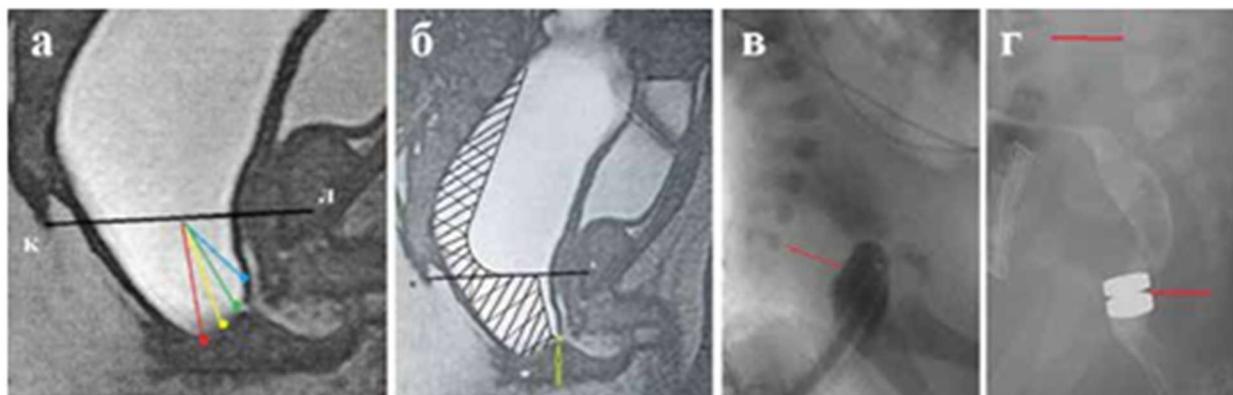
(а) Пациент 8 месяцев с ВАС и вторичным мегаколоном. Через катетер Фоли в прямую кишку введена бария взвесь. В баллон катетера был введен воздух, после чего катетер был низведен до упора, где он задержался над стенозом вдали от лобково-копчиковой линии (красная). (б) Ребенок, 7 месяцев с ВАС со вторичным мегаколоном. Введение бария из резиновой груши вызывало рефлекс дефекации, в результате которого произошло широкое раскрытие анального канала с проникновением бария и кала в анальный канал. Наконечник клизмы полностью закрывал узкое отверстие заднего прохода. Длина сужения ВАС 3 мм (просвет без контраста между анальным каналом и грушей). (в-г) Рентгенограммы из статьи Aldabbab с соавторами, где авторы нижней красной стрелкой «показали признаки стеноза короткого сегмента в дистальном отделе прямой кишки» [20]. Однако этот сегмент представляет собой сокращенный анальный канал. Место анального стеноза показано мной белой стрелкой на конце следов контрастного вещества в анальном канале рядом с катетером. Эта ошибка в понимании физиологии аноректума является формальным оправданием задней сагиттальной аноректопластики (ЗСАРП), разрушающей анальный канал.
